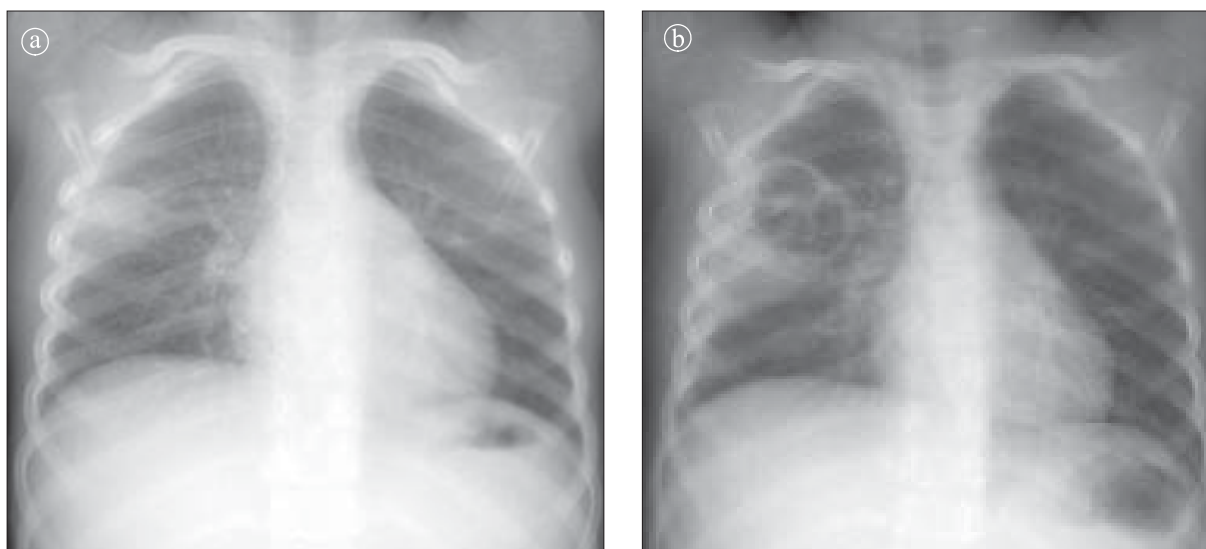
Stafilococie pleuropulmonară. Radiografie toracică PA a) La debut. Opacitate cu caractere alveolare în segmentul extern al lobului superior drept. Îngroșare pleurală; b) După trei zile. Apar pneumatocele.
